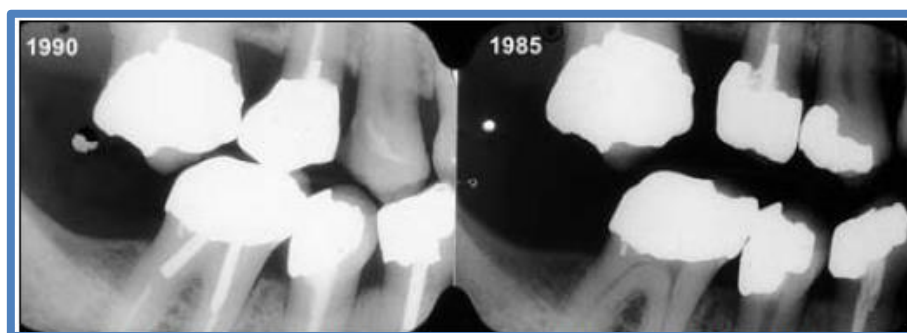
Exemplo de comparação de radiografias *ante mortem* (1985) e *post mortem* (1990) com o objectivo de determinar uma identificação (retirado de Pretty & Sweet, 2001).
